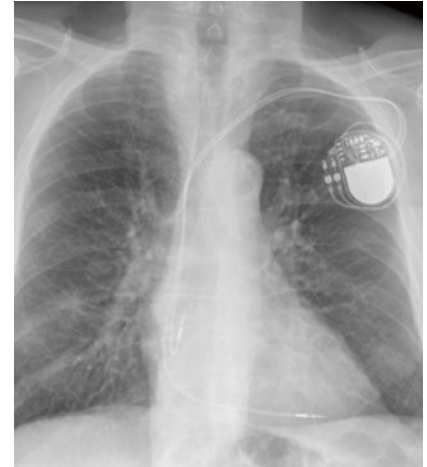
DDD-Schrittmacher (Thoraxröntgenbild).
